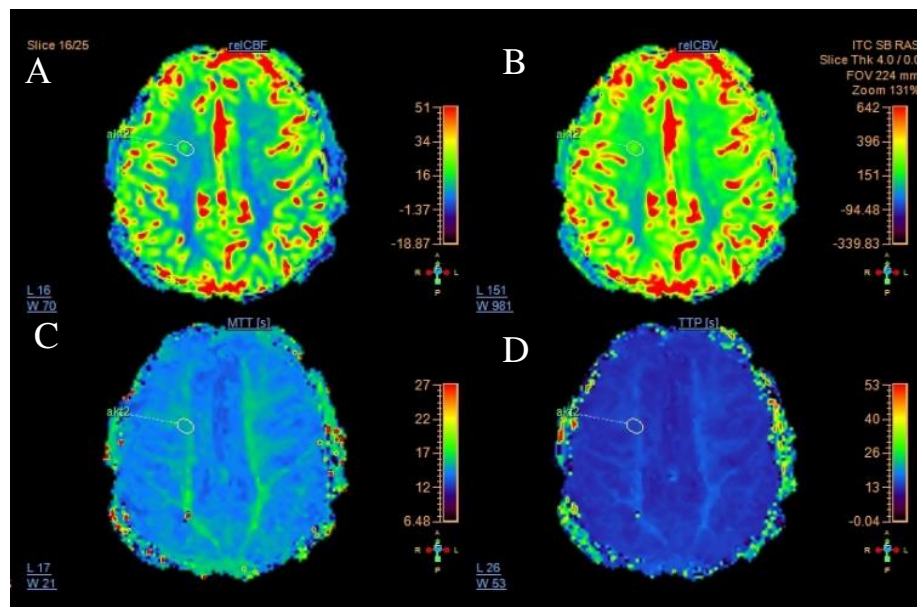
Пациент Ч. (ЭМК № perf318). Перфузионные карты для каждого показателя перфузии с выделенными асимметричными зонами перфузии в правой лобной доле: А – CBF-карта, В – CBV-карта, С – MTT-карта, D – TTP-карта
